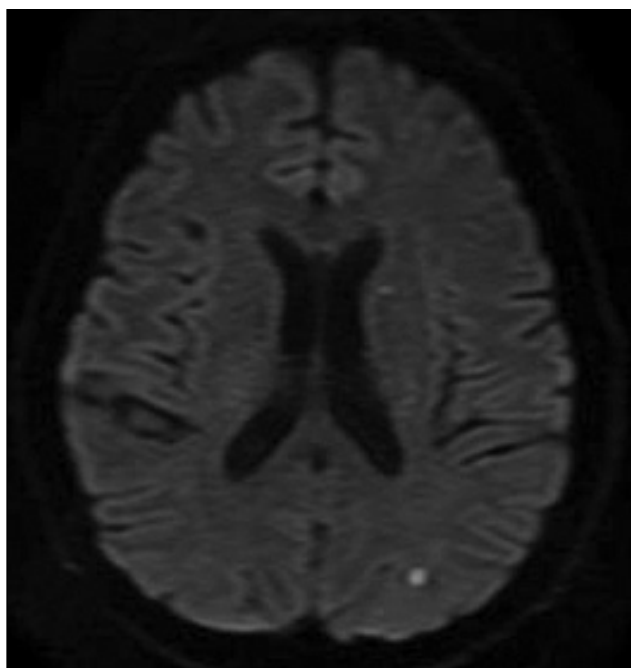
DWI-протокол МРТ головного мозга на 2-е сутки после операции. Определяются «свежие» мелкие эмболические ишемические очаги (без клинических проявлений)
